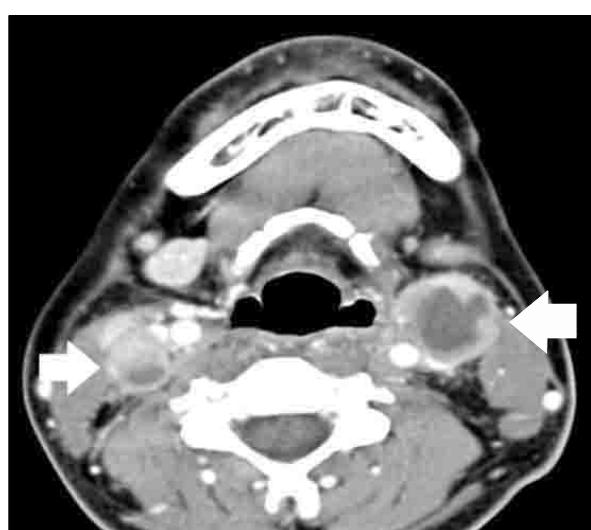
CT scan of neck at initial diagnosis of PTLD. Multiple enlarged cervical lymph nodes (arrows) with heterogeneous enhancement and relatively clear perinodal fat plane at both neck and lateral group of left retropharyngeal lymph node.
